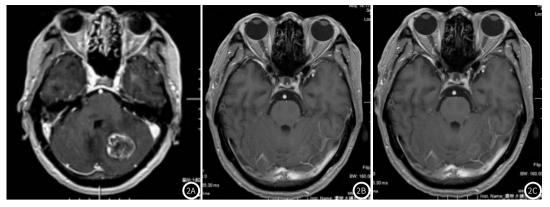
图2C NSCLC脑赛转移患者治疗前后的MRI影像对比。2A:治疗前的MRI横断面影像,显示了患者脑部的转移性肿瘤病灶及其在脑组织中的位置。2B:治疗后的MRI横断面影像,显示肿瘤病灶缩小的情况,表明放疗的初步效果。2C:治疗后再次随访的MRI横断面影像,进一步确认了肿瘤控制效果,显示持续的治疗反应。
